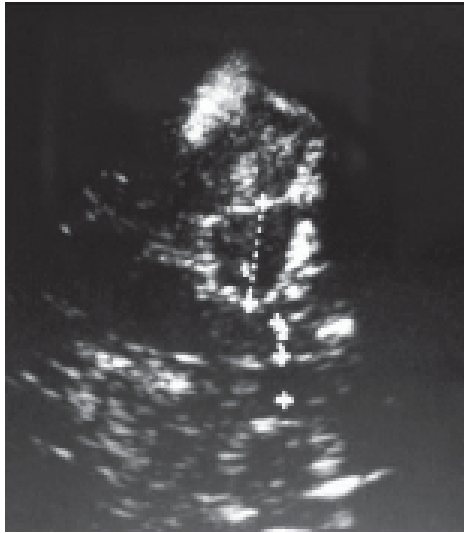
НСГ и КТ головного мозга больного Б. определяется очаг ушиба 2 вида левой височной доли.
